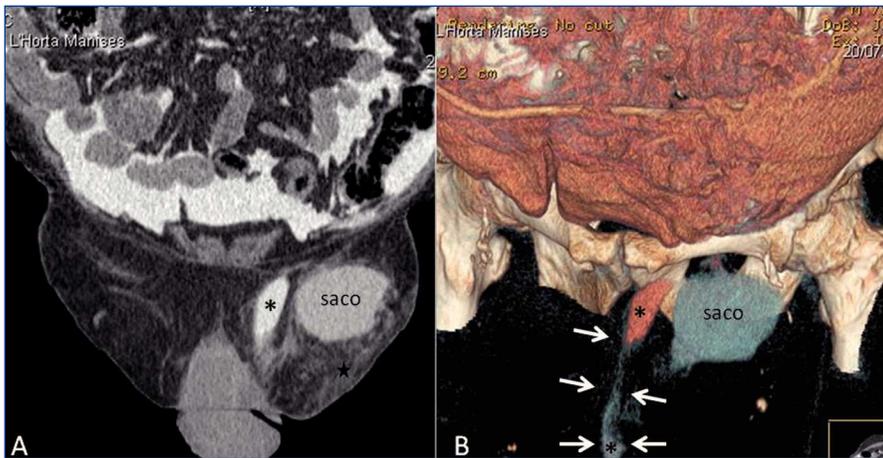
Peritoneografía por tomografía computarizada.
